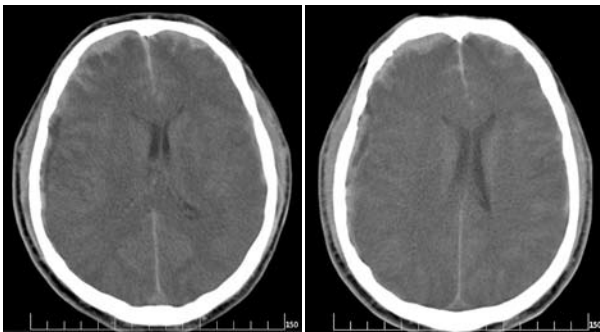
Серія СКТ. Хворий П., 46 років. Поширений крововилив і САК над правою півкулею великого мозку. Зміщення серединних структур праворуч на 4 мм.
